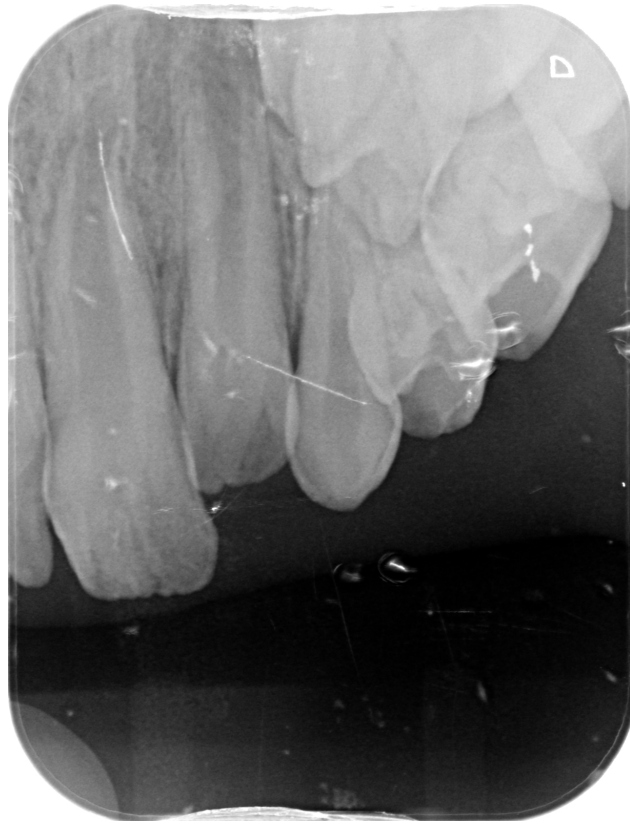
Radiographie rétro-alvéolaire d'un patient atteint d'AIH hypoplasique de type piqueté.
